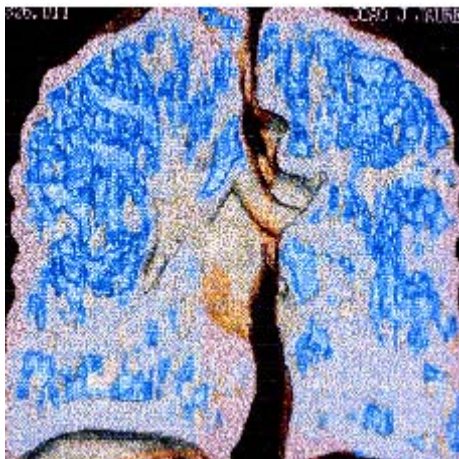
Paciente com enfisema severo predominando em lobos superiores, em que a tomografia helicoidal permitiu um elegante mapeamento das áreas mais lesadas, definindo um bom candidato à cirurgia redutora.
